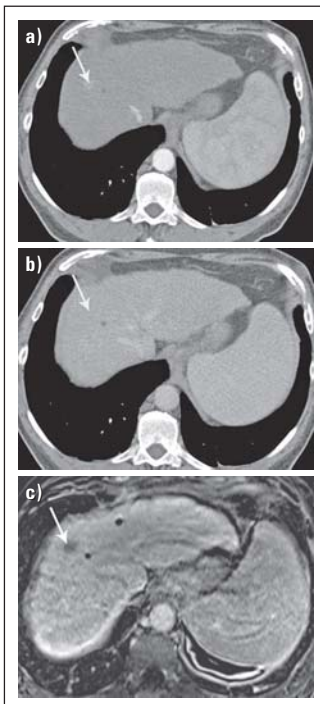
KM-verstärkte MRT charakterisiert ein HCC besser als KM-verstärkte CT. (a) KM-verstärktes CT-Bild in der arteriellen Phase zeigt eine ca. 1 cm große, flau hypervaskularisierte Läsion im rechten Leberlappen (Pfeil). (b) Im KM-verstärkten CT-Bild in der portalvenösen Phase ist die ca. 1 cm große, flau hypervaskularisierte Läsion im rechten Leberlappen nicht erkennbar. Somit ist eine eindeutige Diagnose eines HCC (gegenüber einem dysplastischen Knoten) nicht möglich. (c) 20 Minuten nach Gabe von Gadoksetat zeigt die ca. 1 cm große Läsion im rechten Leberlappen ein eindeutiges Wash-out. Somit ist eine Differenzierung des HCC möglich.
